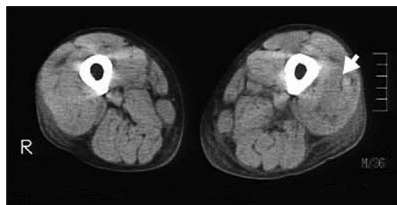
TC: imagen hipodensa a nivel del vasto externo compatible con absceso.
